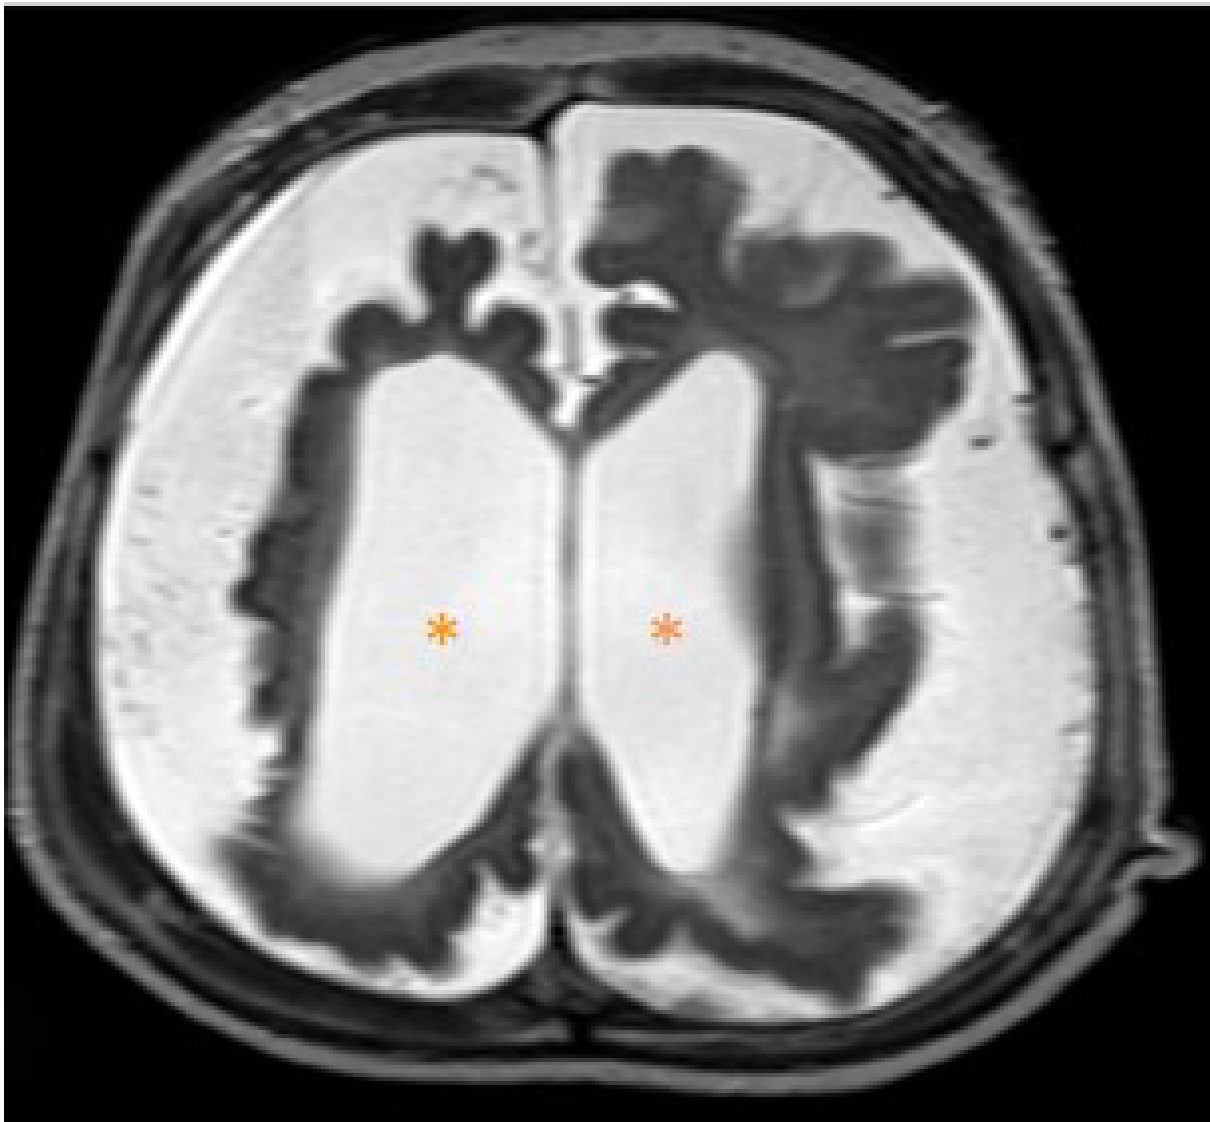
Corte axial de RM encefálica ponderada em T2, evidenciando redução volumétrica encefálica difusa, configurando atrofia e dilatação compensatória do sistema ventricular supratentorial (*)
